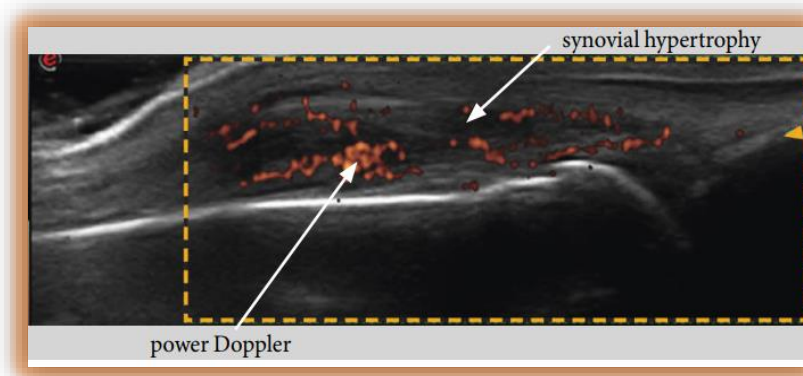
Synovite modérée au niveau de la jonction MCP objectivée par une échographie doppler.
